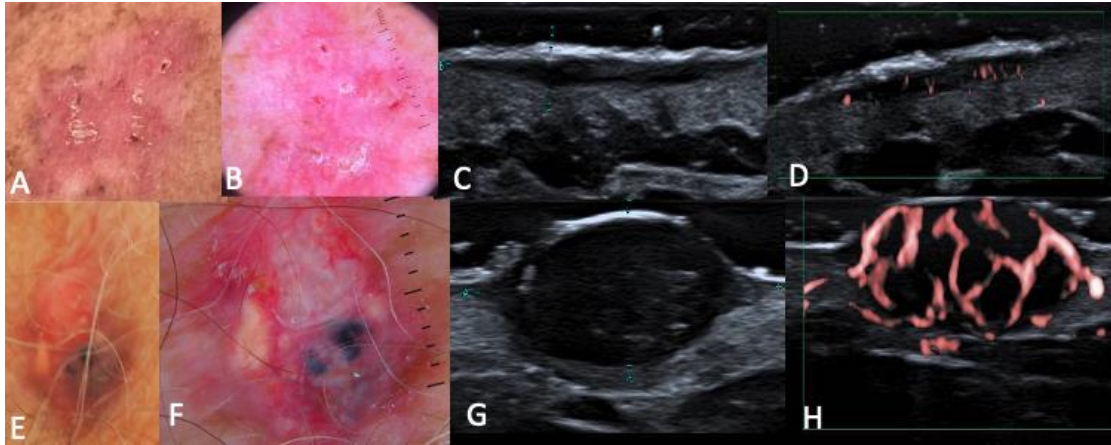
Carcinoma basocelular. A. imagem clínica de CBC superficial, B. dermatoscopia, C. ultrassonografia no modo B evidenciando placa hipocogênica e homogênea localizada na derme superficial, D. presença de moderada vascularização intralesional ao Doppler, E. imagem clínica de CBC nodular, F. dermatoscopia; G. ultrassonografia no modo B mostrando imagem ovalada na derme, hipocogênica, homogênea, bem delimitada, com focos hiperecogênicos e solução de continuidade epidérmica e H. intensa vascularização intralesional ao Doppler.
